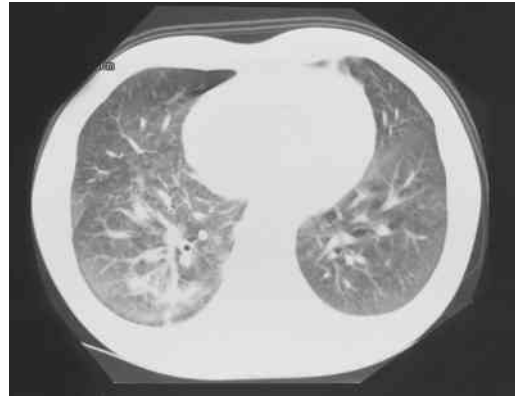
1998年5月28日 胸部high-resolution CT検査
